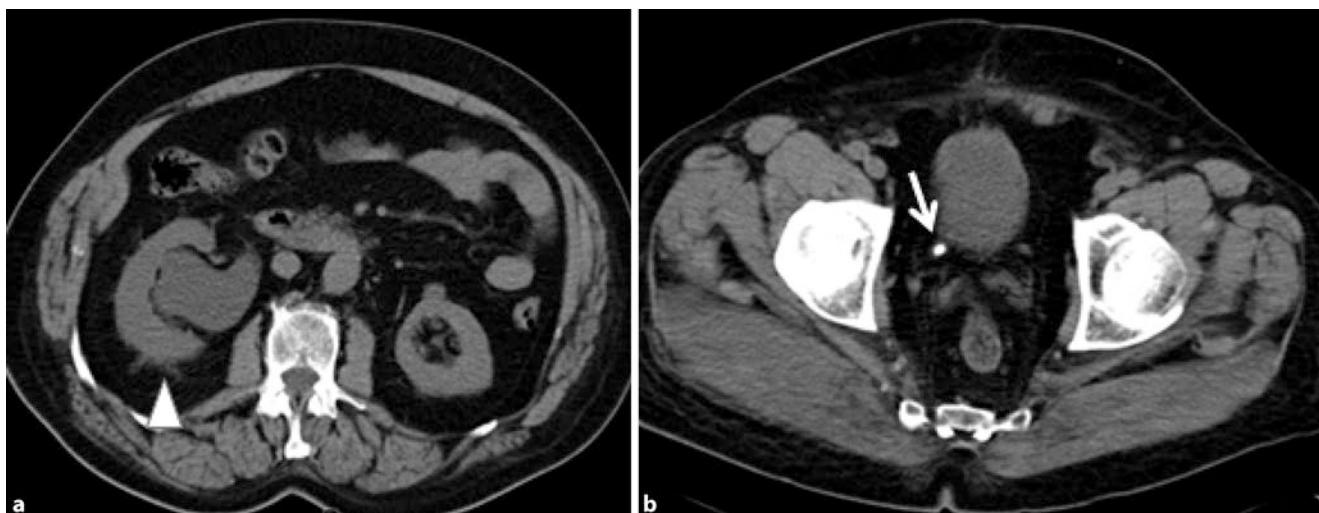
Natives Abdomen-CT in Low dose-Technik zur Detektion von röntgendichten Nierensteinen. Das Konkrement kann rechts prävesikal (b; Pfeil) abgegrenzt werden. Es hat bereits zu einem deutlichen Harnaufstau rechts mit Erweiterung des Nierenbeckens und perirenaler flüssiger Imbibierung geführt (a; Pfeilspitze)
